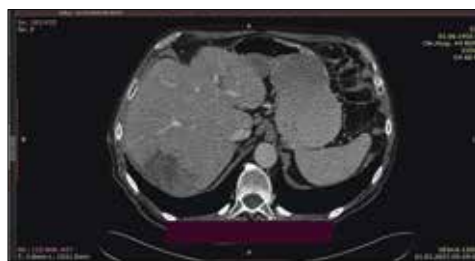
КТ 21.03.2023 – ці ж вогнища після 1-ї лінії FOLFOX
